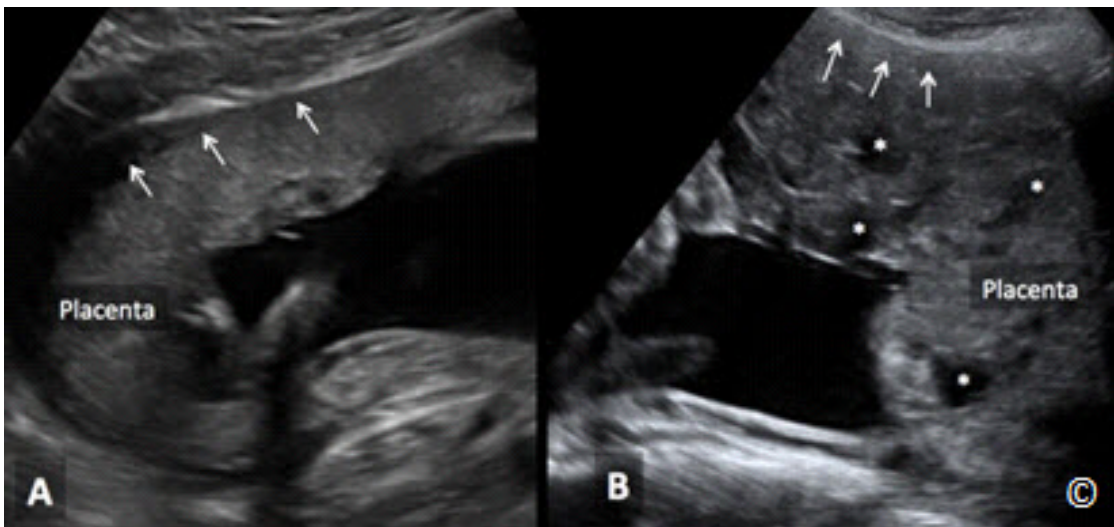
A y B: Ecografía transabdominal que muestra una placenta normal en A con la zona hipocóica retroplacentaria normal (flechas). Obsérvese la presencia de una placenta adherente en B con la pérdida de la zona hipocóica retroplacentaria normal (flechas). La placenta en B también tiene múltiples lagunas e (pequeños asteriscos).
